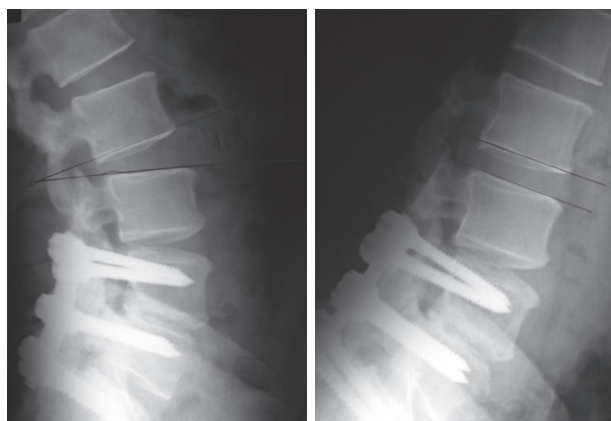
Radiografías laterales dinámicas que muestran inestabilidad del segmento supraadyacente, representada por una angulación mayor de 15°.
